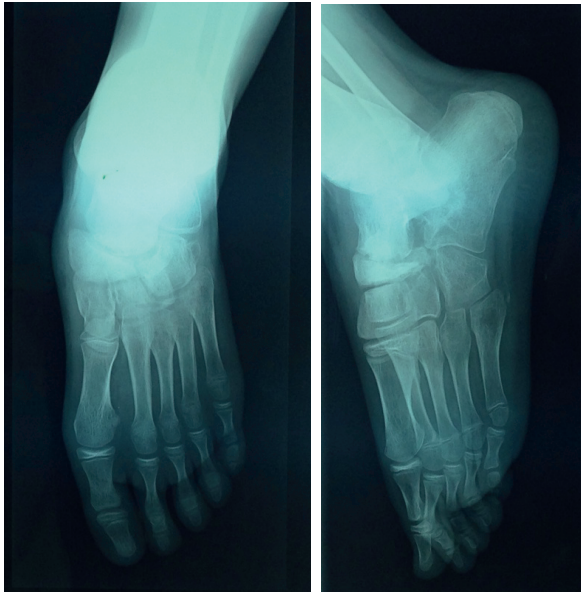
Radiographies de face (A) et de profil (B) à 12 mois de recul qui montrent une nécrose de l'os naviculaire et une arthrose de la talo-naviculaire.
